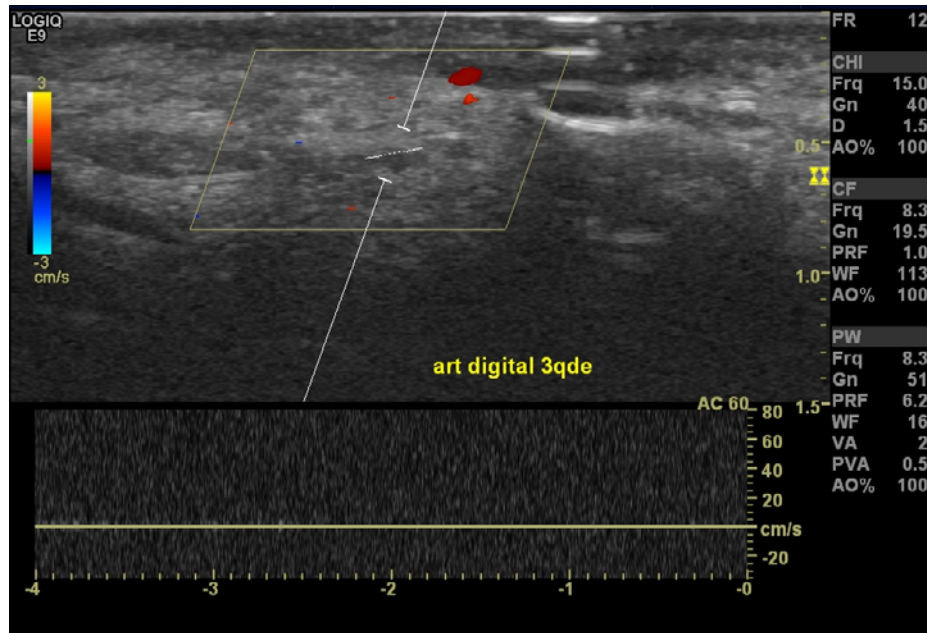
Doppler colorido e pulsado da artéria digital do 3 QDE, realizada com transdutor de alta frequência
